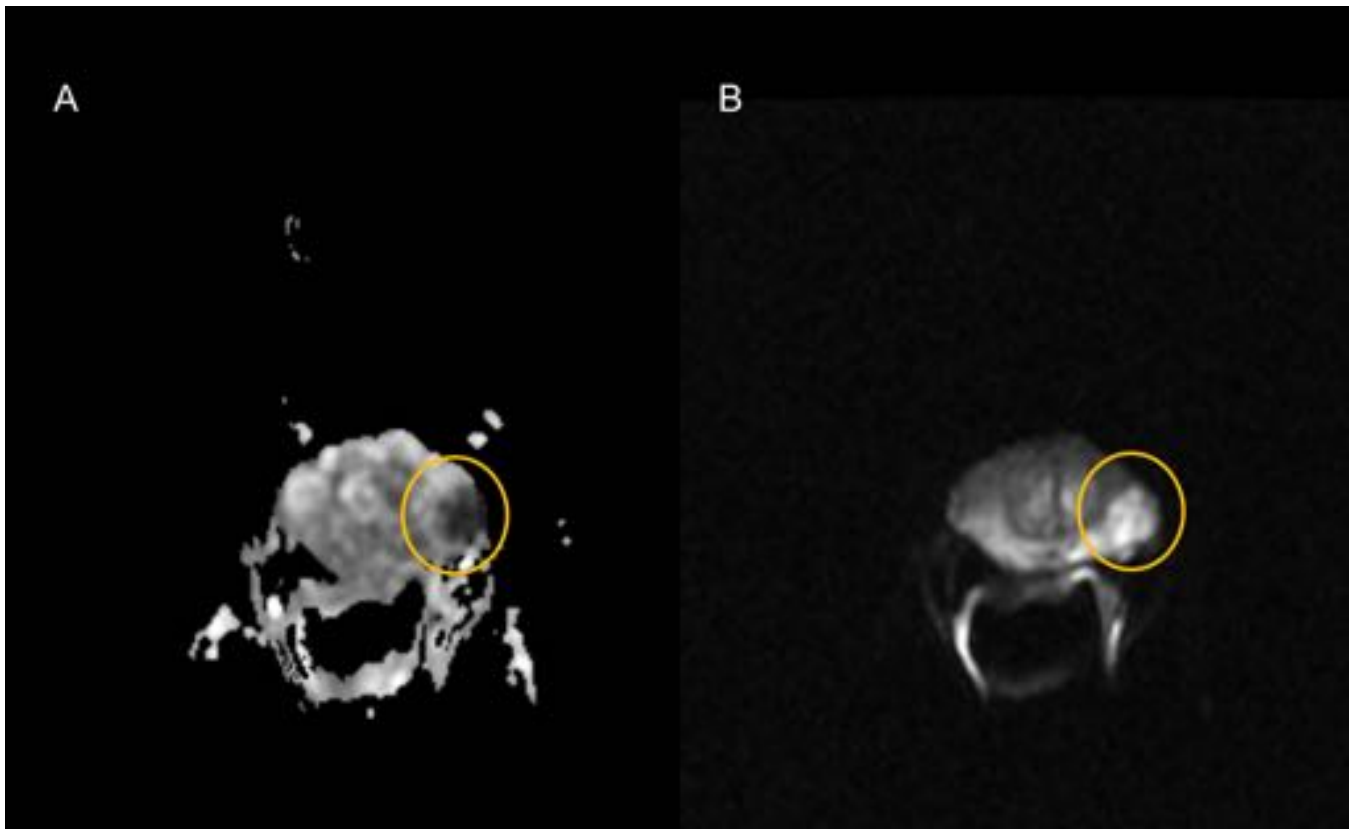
A, RM corte axial de mapa de ADC. Paciente de 72 años donde se observa en la ZP izquierda marcada hipointensidad focal de 22 mm de diámetro mayor. B. Corte axial de secuencia de difusión. Se objetiva un área de hiperintensidad focal marcada. Orientación diagnóstica: PIRADS 5. El estudio de anatomía patológica confirma una lesión correspondiente a adenocarcinoma acinar de próstata. GLEASON 7.
